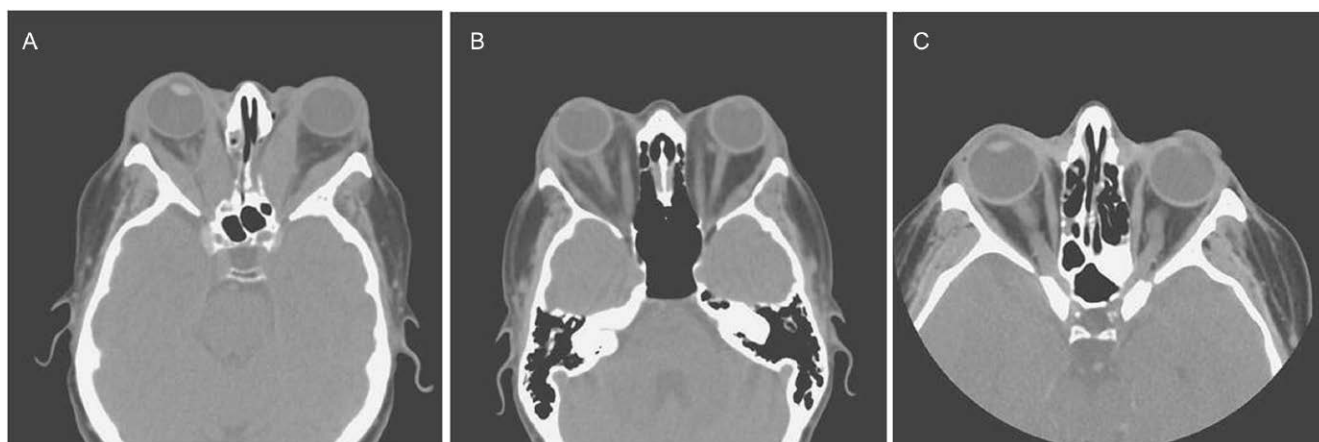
CT oczodołów – projekcja osiowa, A – pogrubienie mięśni okoruchowych i obustronna proptoza (wytrzeszcz), B – obustronna proptoza i asymetryczne pogrubienie mięśni okoruchowych z ekspansją tłuszczu oczodołowego, C – prawidłowy oczodoł.
